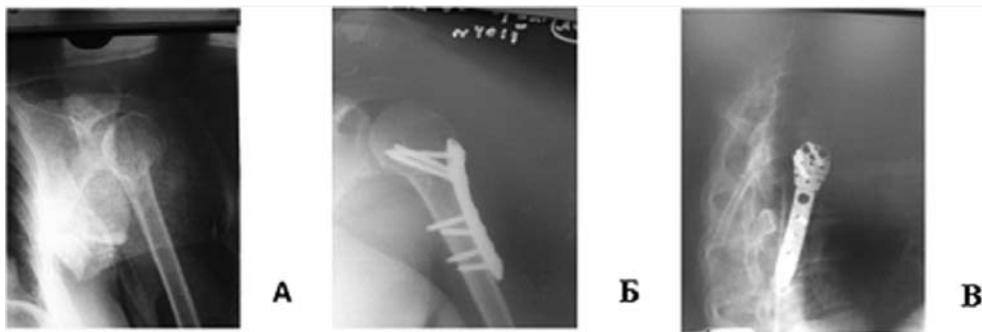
Рентгенограммы пациентки П., 51 год, остеосинтез двухфрагментарного перелома проксимального отдела плечевой кости NCB: а - до операции; б - через 6 месяцев после операции прямая проекция; в - через 6 месяцев после операции трансторакальная проекция
